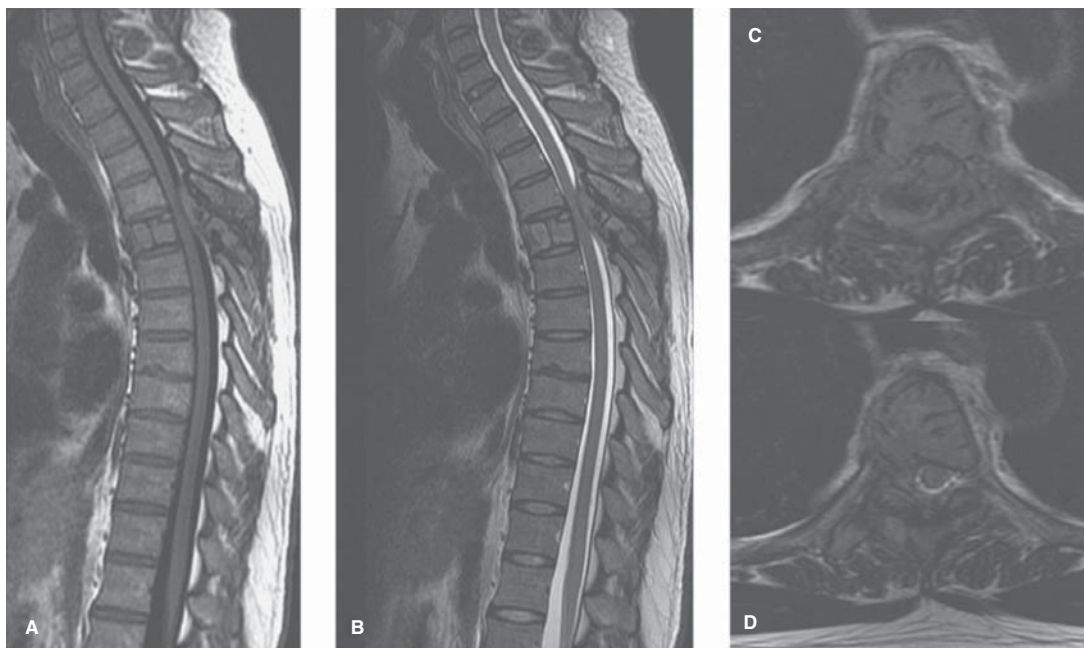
Plasmocitoma. RM secuencias eco de espín en planos sagital A) y B) y axial C) y D) con información T1 y T2. Lesión expansiva de vértebra torácica que compromete el cuerpo, el pedículo y el arco posterior con compresión medular y mielopatía.
